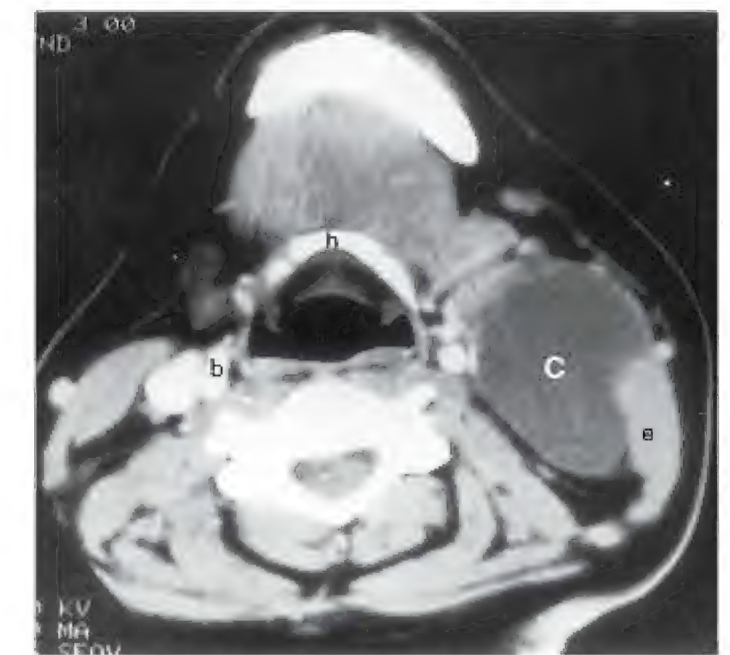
Um grande cisto (fenda) cervical (C) mostrado por tomografia computadorizada da região do pescoço de uma mulher que tem uma "protuberância" no pescoço, semelhante à mostrada na Figura 10-12. O cisto de baixa densidade é anterior ao músculo esternocleidomastóideo direito (e) ao nível do osso hioide (h). A aparência normal da bainha comprimida no lado direito (b) é mostrada para comparação com a bainha comprimida no lado direito. (De McNab T, McLennan MK, Margolis M: Radiology Rounds. Can Fam Physician 41:1673, 1995.)
